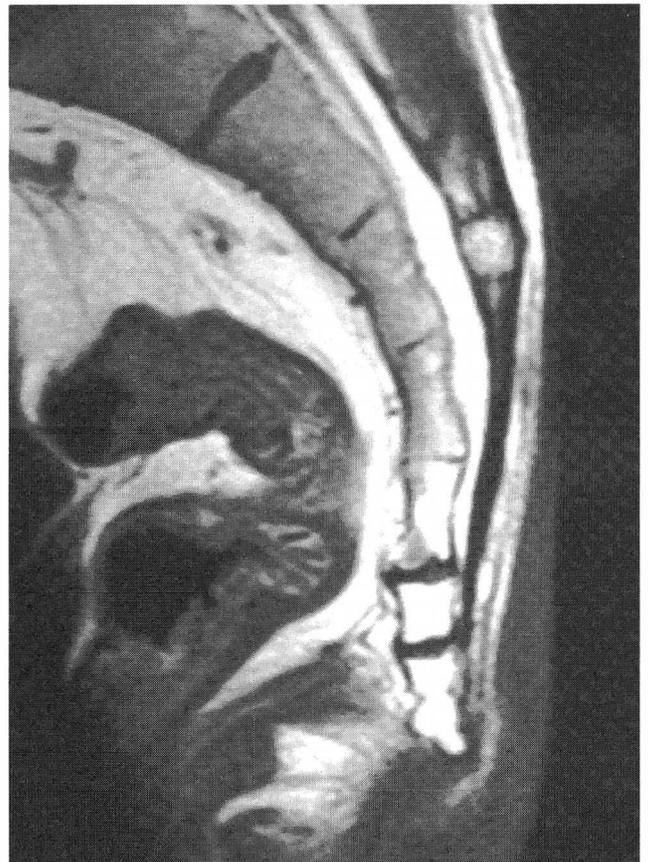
MRI showing the coccygeal retroversion.
